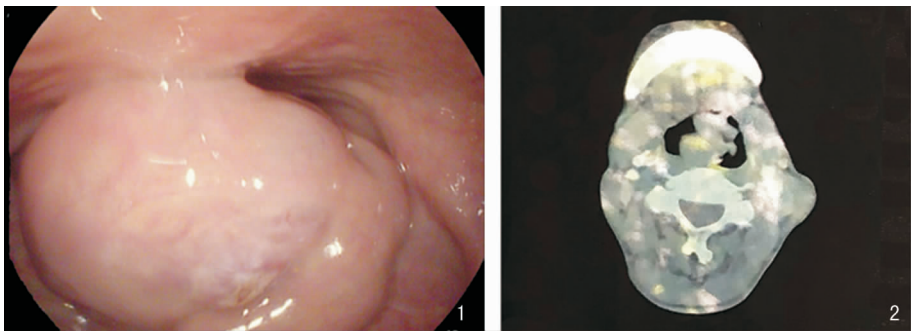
术前电子喉镜图 图2 术前水平位 CT 可见会厌部一不规则形软组织密度影
